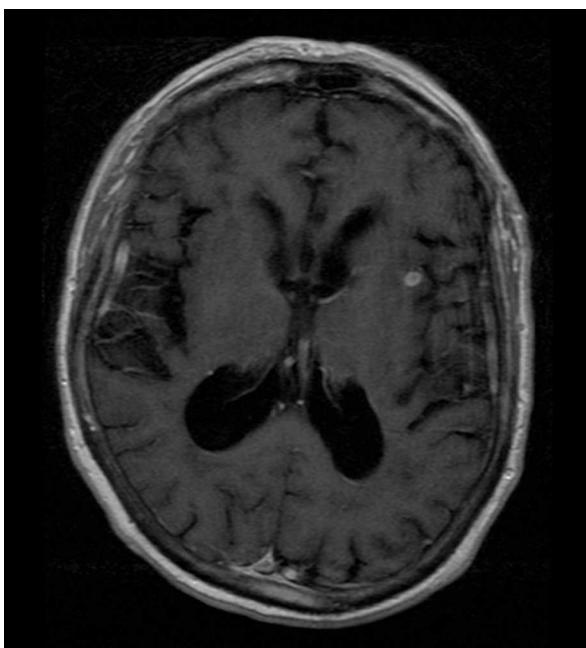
Lesión ocupante de espacio intraparenquimatosa en secuencia T2 poscontraste de resonancia magnética craneal.
